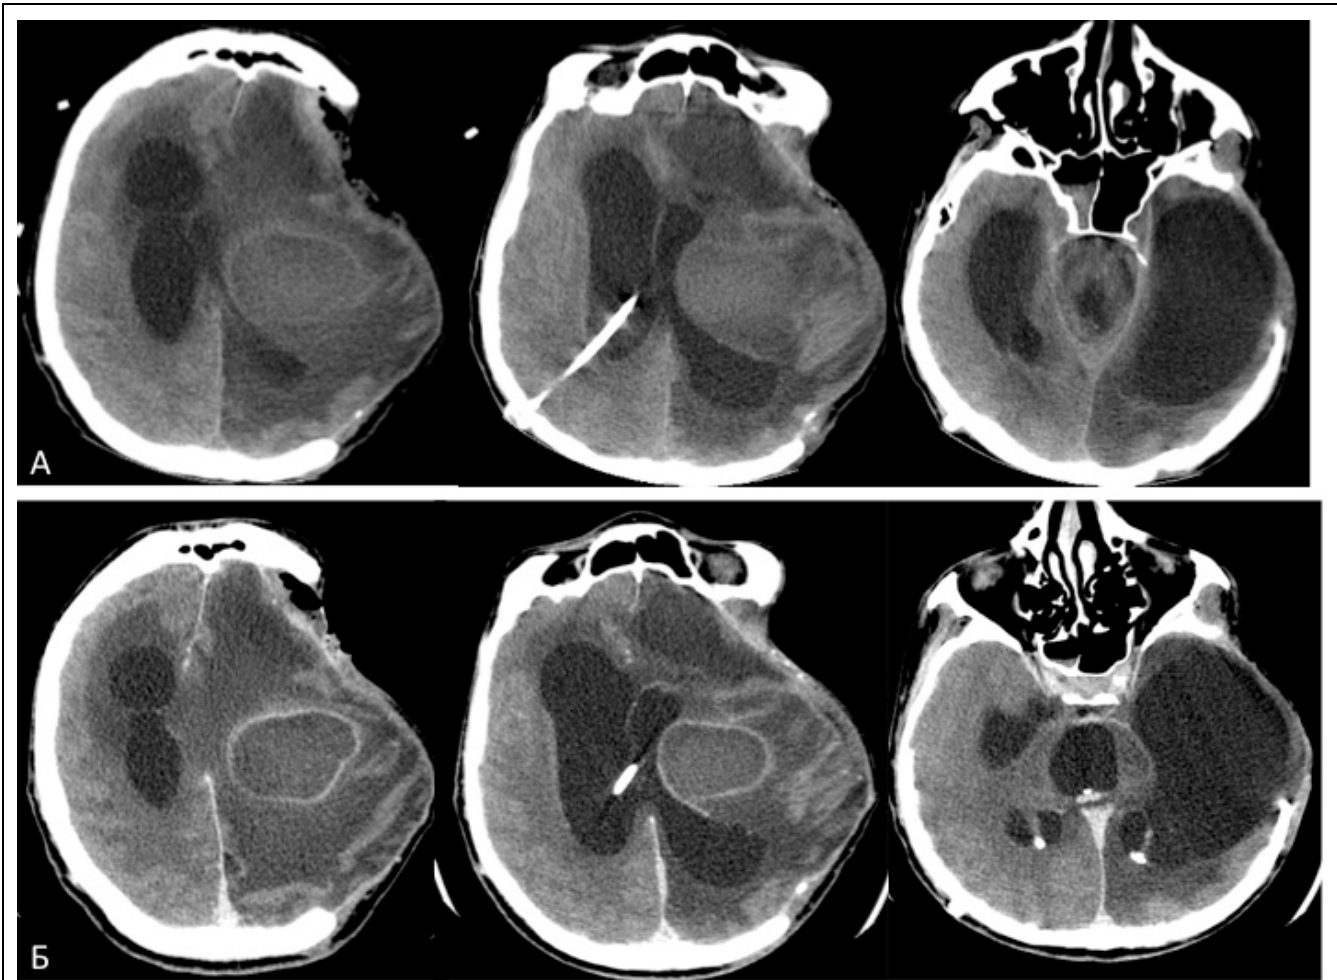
А) КТ головного мозга пациента М., 41года. КТ-картина менингоэнцефалита и вентрикулита с развитием мультилокулярной гидроцефалии, подозрение на абсцесс в области подкорковых ядер слева. Б) КТ с внутривенным контрастированием: абсцесс в области подкорковых ядер слева, вентрикулит, менингит.
